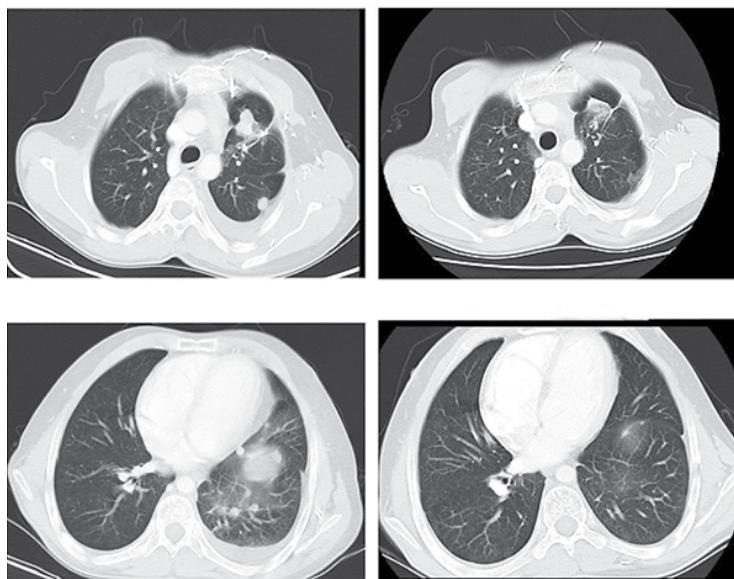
Tomografías axiales comparativas de tórax
